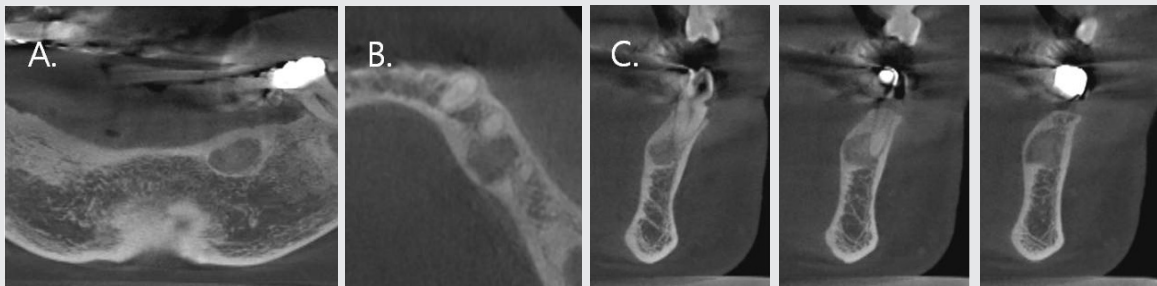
Cone beam computed tomography; panoramic (A), axial (B), cross (C) sections. A well defined mixed lesion with a granular bone pattern inside is observed between the roots of the premolars. Also, slightly thinning of lingual cortex is observed.
